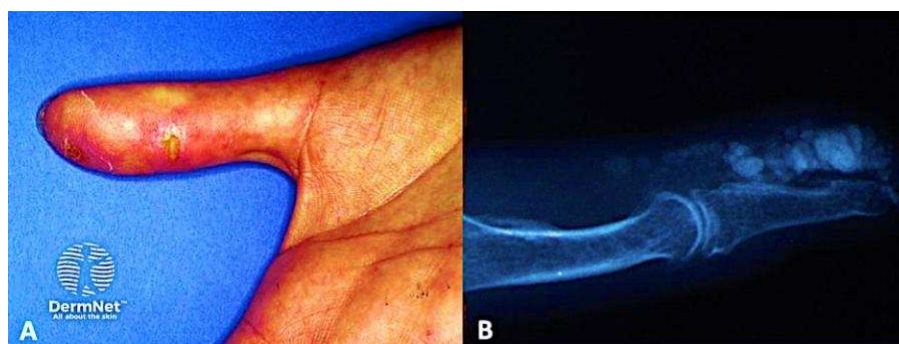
Na imagem A, a calcinose digital e na imagem B uma radiografia de calcinose digital. Imagem adaptada de ©DermNet.
